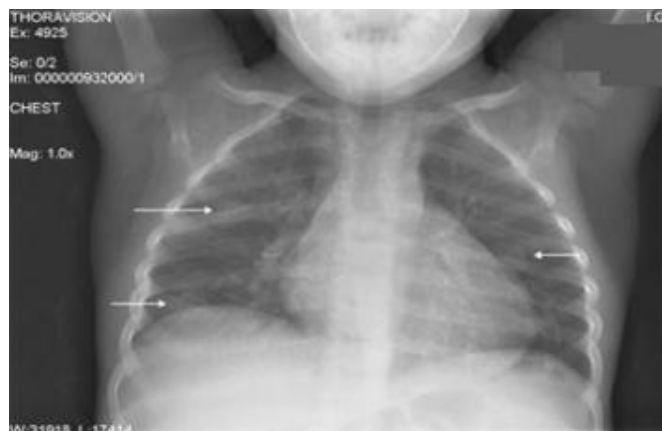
Radiographie thoracique de face montrant des nodules pulmonaires. (CHU
